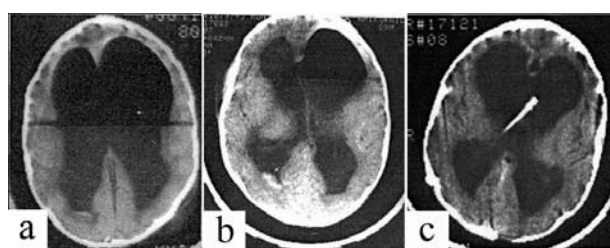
Postoperative CT of the head: a – bilateral intraventricular pneumocephalus and occlusive hydrocephalus; b – asymmetric left sided intraventricular pneumocephalus with midline shift, and «air-bell» sigh; c – complete resolution of pneumocephalus with a VP shunt in situ.
